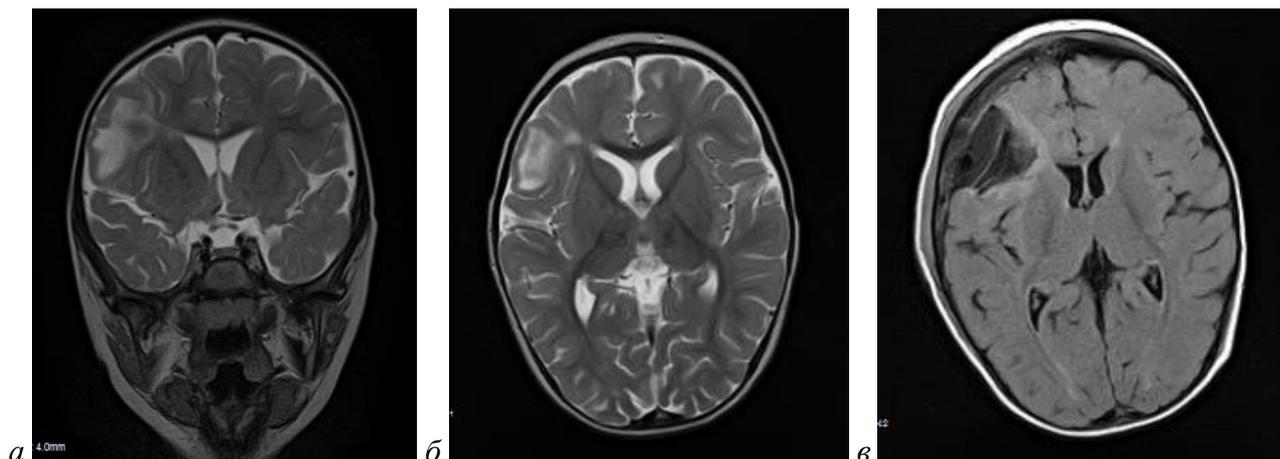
МРТ пациентки 8 лет с фокальной корковой дисплазией правой лобной доли, симптоматической эпилепсией до (а, б) и после (в) кортикальной резекции.
